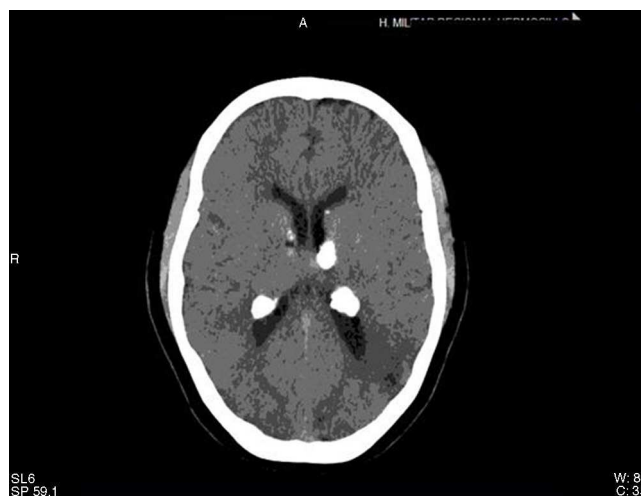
TAC craneal con lesiones subependimarias. Nódulos subependimarios característicos de esclerosis tuberosa.
